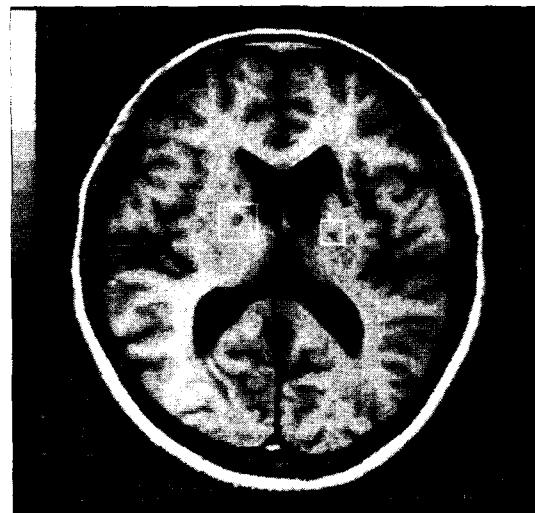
MR image obtained during manic episode shows low signal in both basal ganglia at T1W1.
